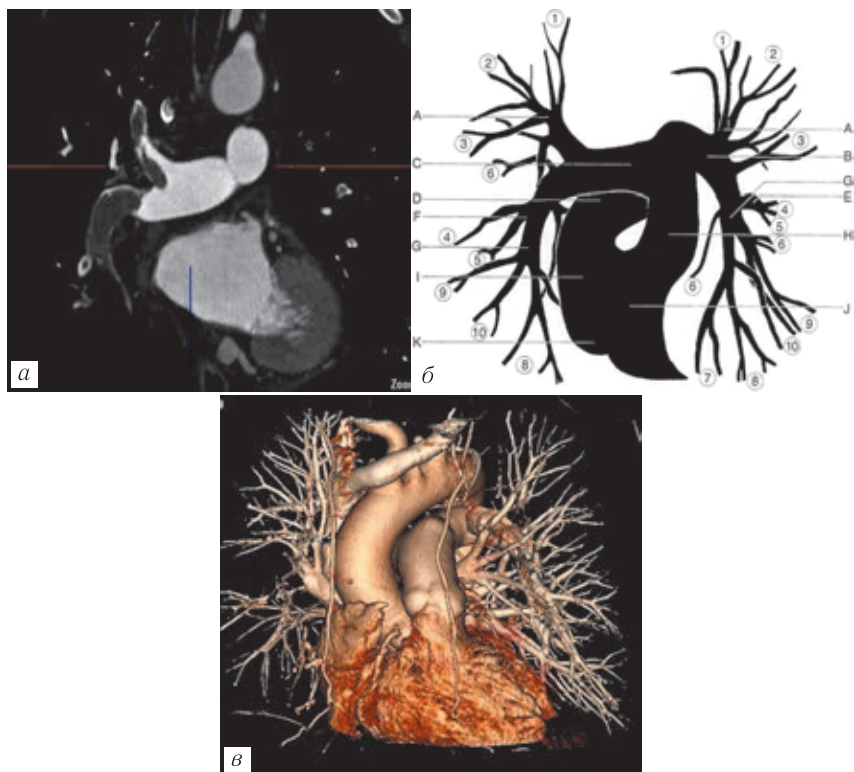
Расчет ангиографической массивности поражения ТЭЛА по методике Miller (б) с адаптацией к методу МСКТ (а, в). Дефект наполнения визуализируется на уровне ствола ЛА, что соответствует 20 баллам, максимальному объему ангиографического поражения артериального легочного русла
